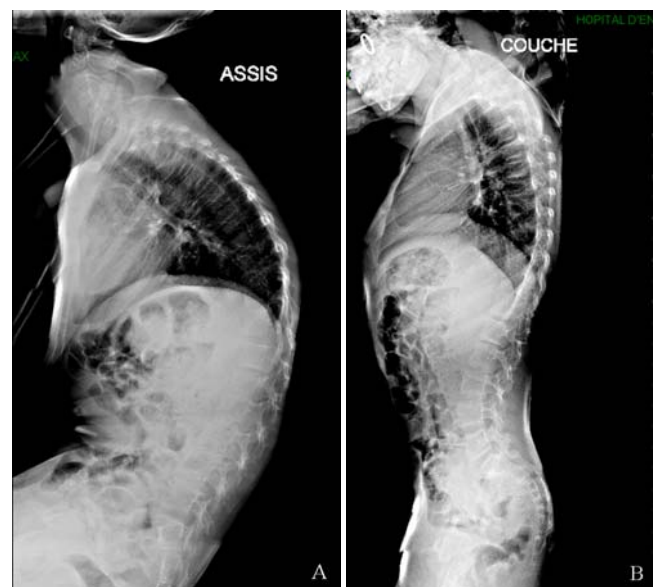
Déformation très évoluée du rachis chez un jeune garçon âgé de 15 ans atteint d'une encéphalopathie avec tétraparésie spastique. A et B : Radiographies pré-opératoires. C et D : Radiographies postopératoires après réalisation d'une libération antérieure de la convexité de la scoliose lombaire et réalisation d'une ostéosynthèse postérieure. Malgré l'importance initiale de la déformation, l'alignement global du tronc, de la ligne des épaules et de l'assise du bassin est satisfaisant.
